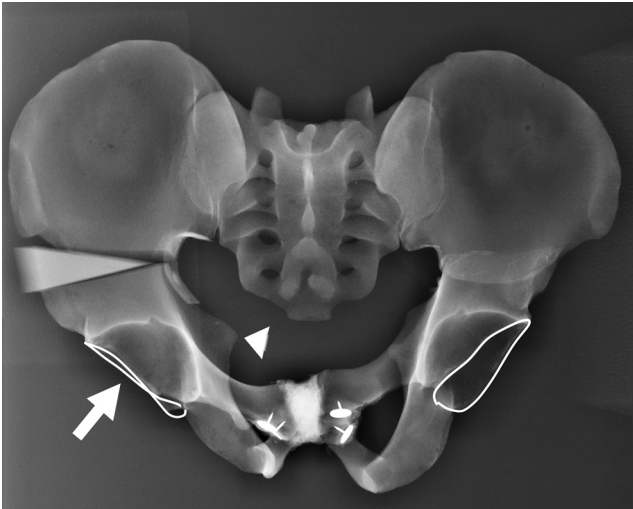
Radiografia de um modelo de bacia com reparos metálicos na borda acetabular. No lado direito foi simulada a osteotomia de Salter, com uma cunha de 20°. A osteotomia causa retroversão do acetábulo, que pode ser observada pelo cruzamento das bordas anterior e posterior do acetábulo (*cross over sign*) (seta), proeminência da espinha isquiática (cabeça de seta) e assimetria dos forames obturados.
